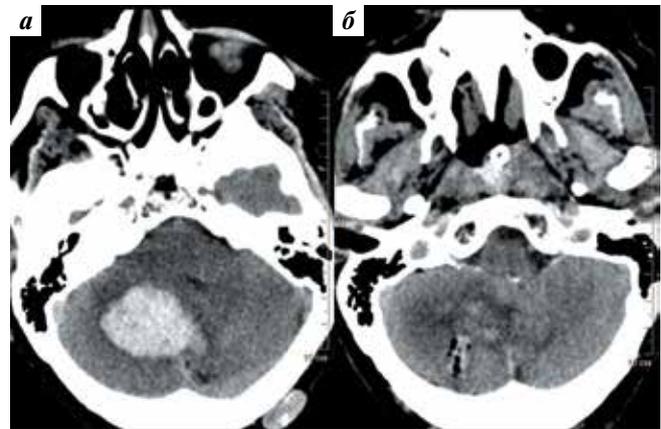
Компьютерная томография головного мозга, аксиальная проекция: а — до операции; внутримозговая гематома правого полушария и червя мозжечка объемом 16 мл, сдавление IV желудочка; б — через 1 ч после эндоскопической аспирации гематомы
